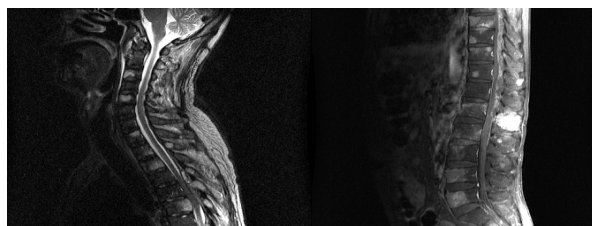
Cervical and thoracic spine MRI(left) shows multiple metastatic lesions in the 3, 5, 6, 7th cervical and entire thoracic vertebral bodies. Thoracic and lumbar spine MRI(right) shows epidural metastases and cord compression of the 5, 9th thoracic and 2nd lumbar vertebrae.
